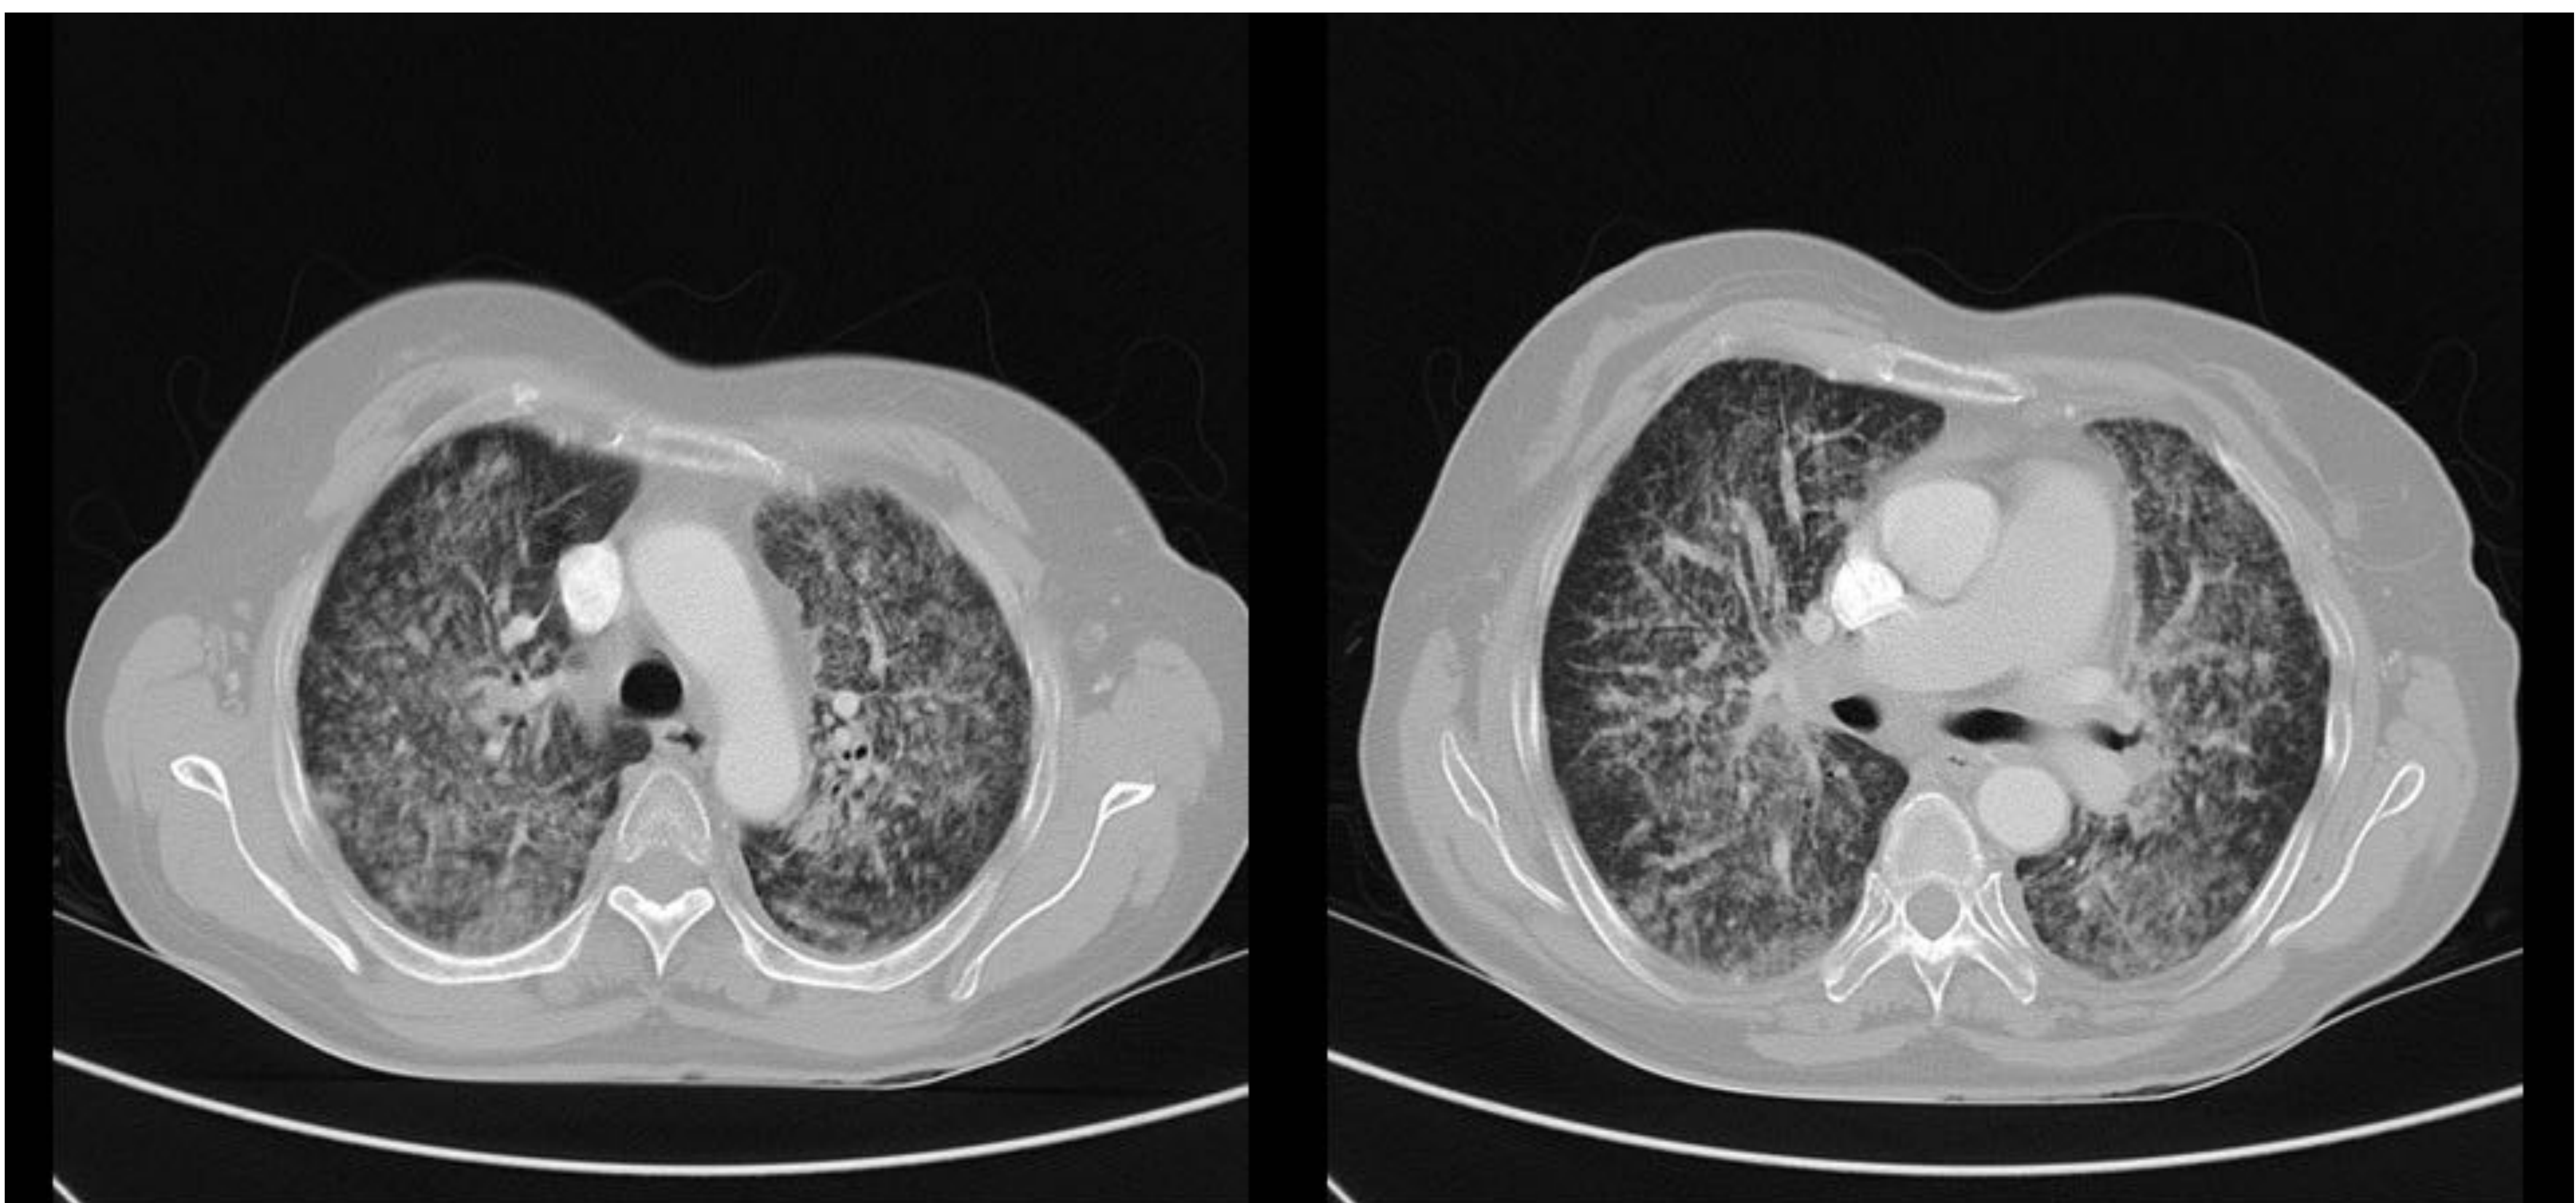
Sarcoidosis grado III. TC donde se observa extensa afectación de parénquima pulmonar de predominio intersticial y localización central, que asocia opacidades parcheadas en vidrio deslustrado, nódulos centrolobulillares de pequeño tamaño y engrosamiento intersticial peribroncovascular.
